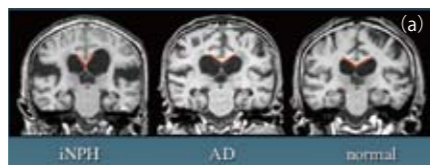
iNPH、AD、健常高齢者における脳梁角の比較。MRI 冠状断面所見(a)、角度の分布(b)。
